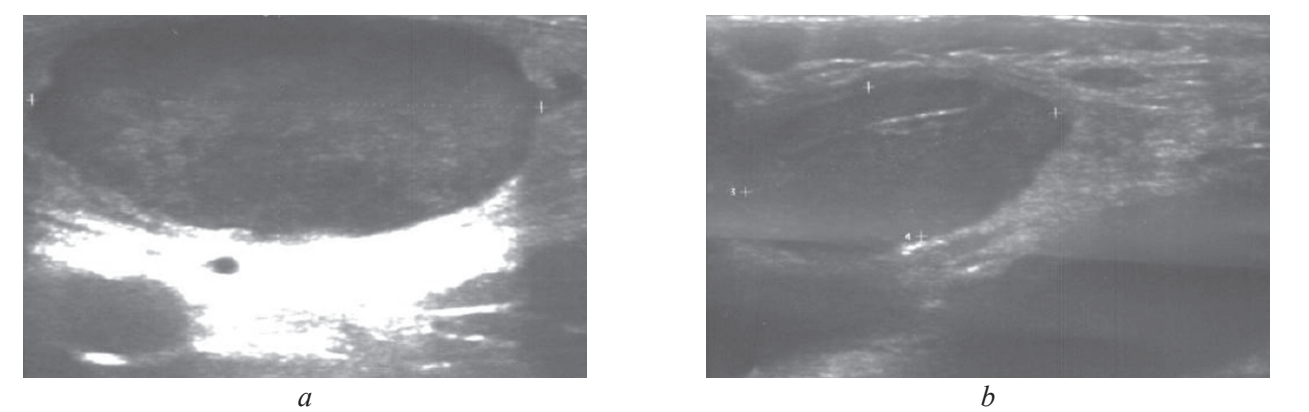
13岁兔热症患儿腹股沟淋巴结超声检查: *a*—左侧淋巴结肿大, 边缘清晰, 实质结构不均匀, 有高回声和低回声包涵体; *b*—右侧淋巴结未增大, 实质结构和周围组织无变化
